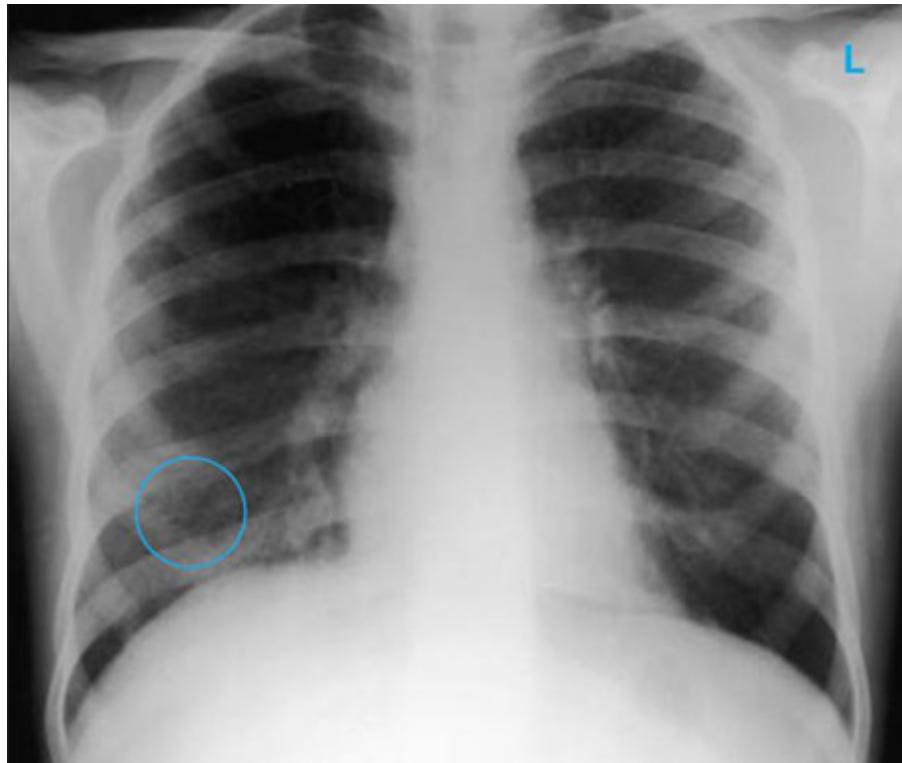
Radiografia torácica mostrando múltiplos nódulos distintos nos dois pulmões (um deles marcado com um círculo) em paciente com tuberculose miliar
